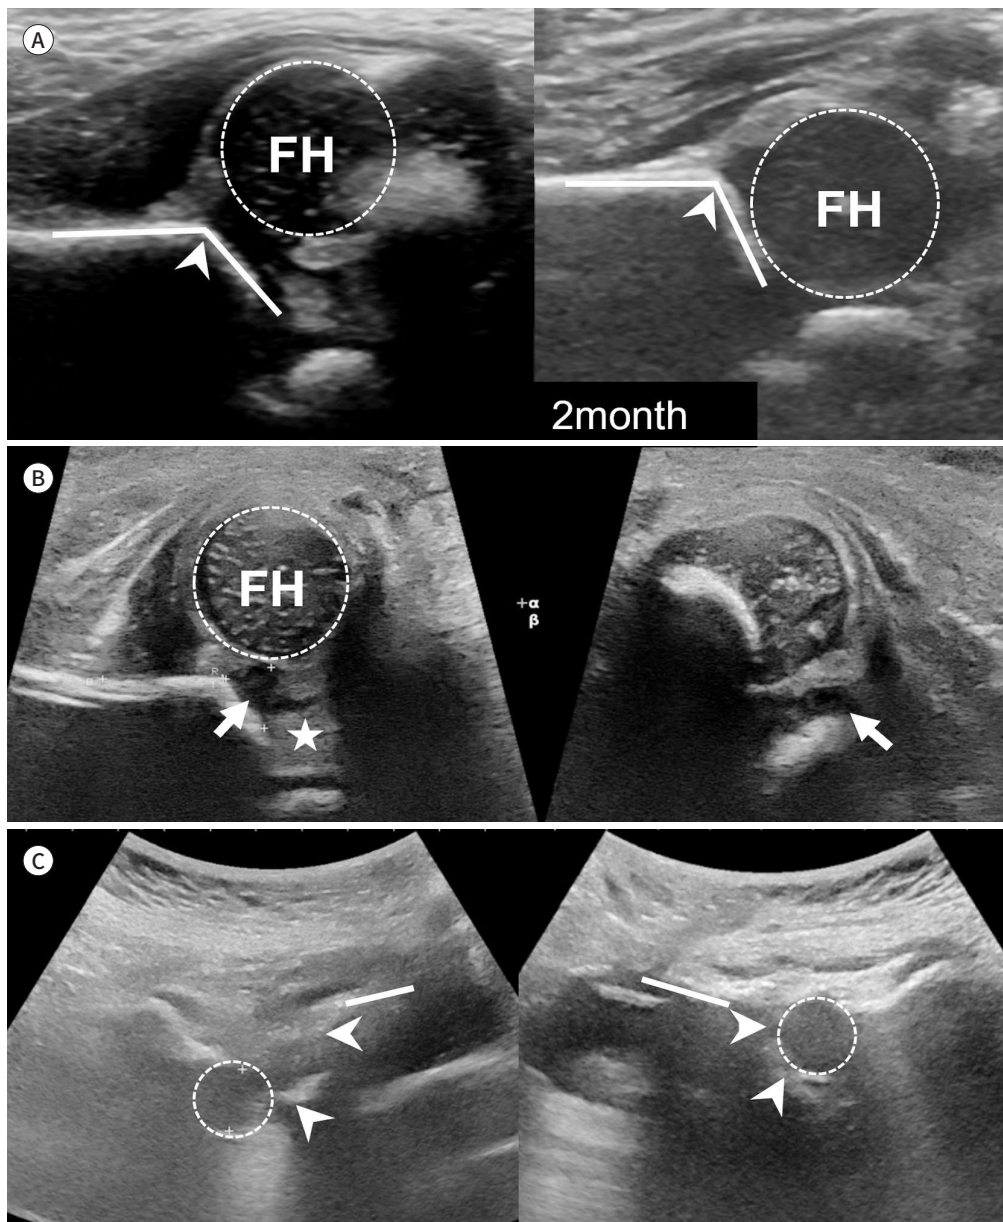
Post-treatment hip ultrasonography for developmental dysplasia of the hip.
